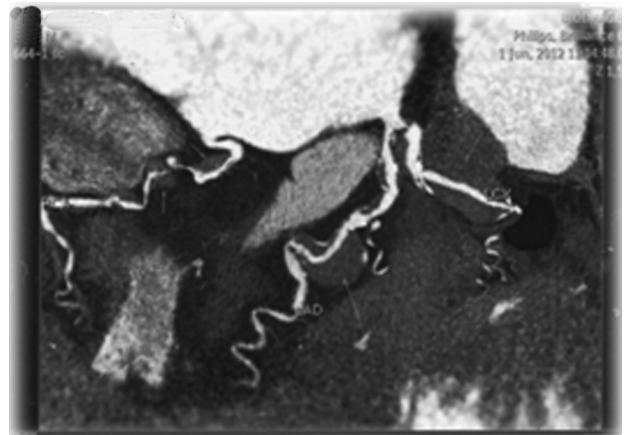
Tomografía computarizada *multislice* coronaria que evidencia dilatación aneurismática de los tres vasos coronarios.
